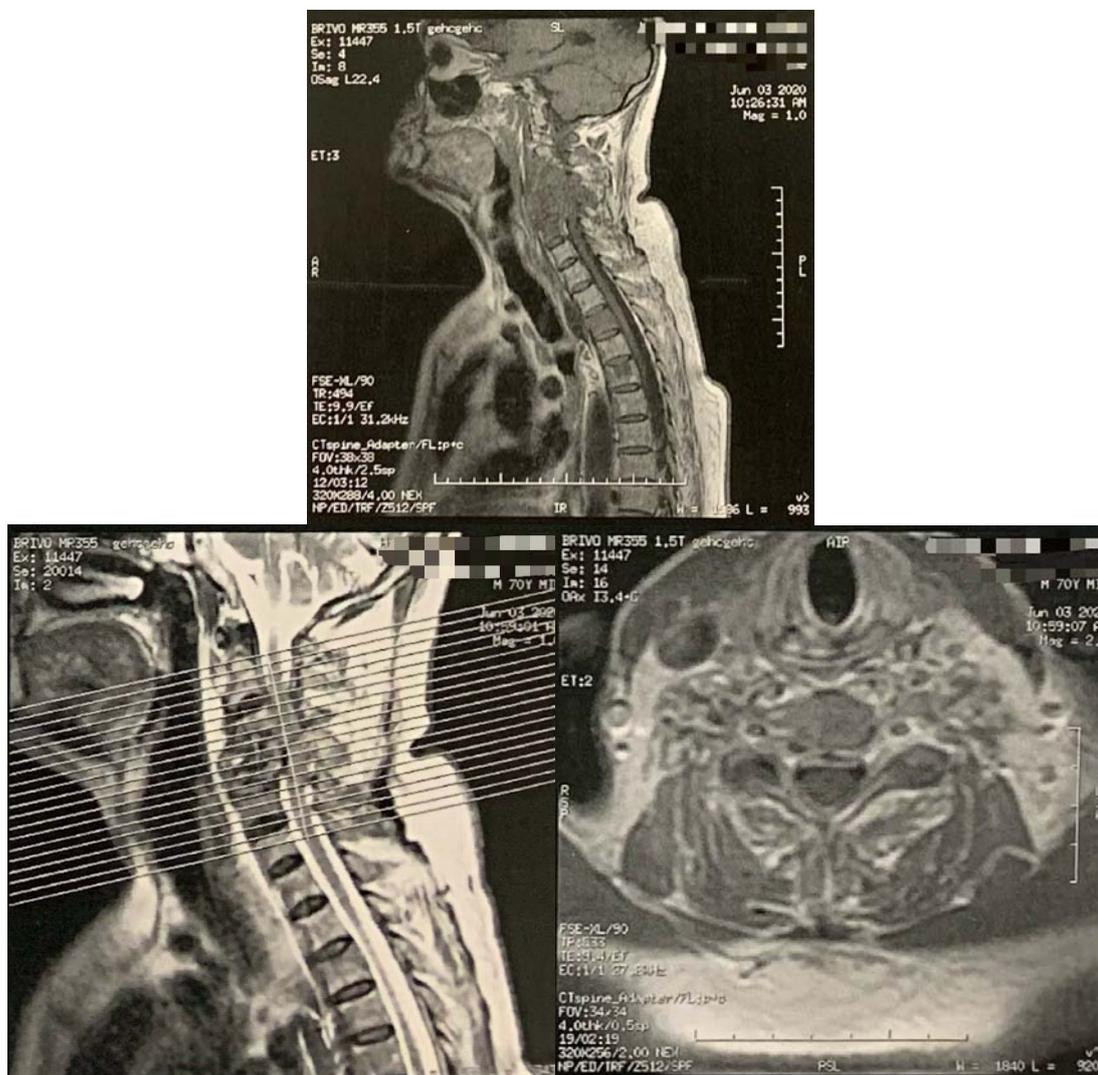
IRM médullaire :
